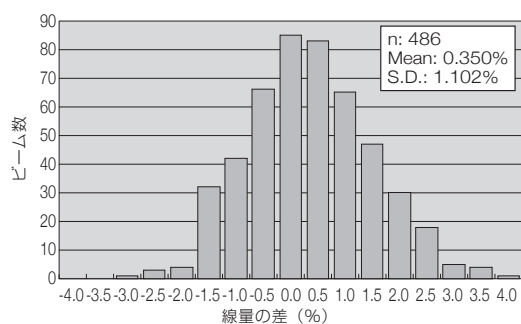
財団の評価線量と施設の申告線量の差 (令和2年のX線_校正条件ビーム。線量の評価プロトコルは財団・施設とも標準計測法12。FFFビームは含まない。)
